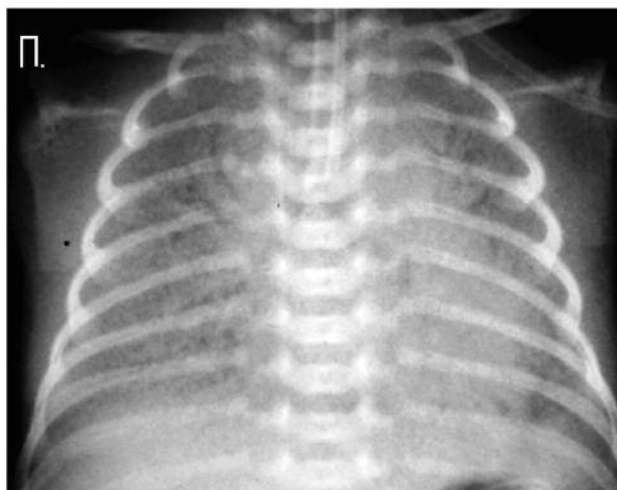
РДС IV ст. у недоношеній дитині (гестаційний вік 24 тижні, маса при народженні 750 г) (рентгенограма ОГК у першу добу життя)
